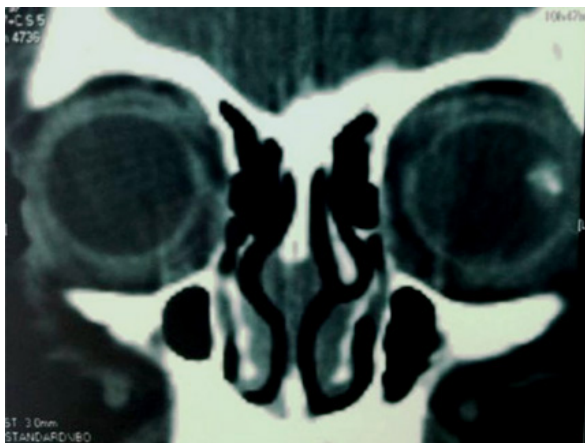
Tomodensitométrie oculo-orbitaire (TDM) en coupe frontale montrant une calcification intraoculaire de l'œil gauche
